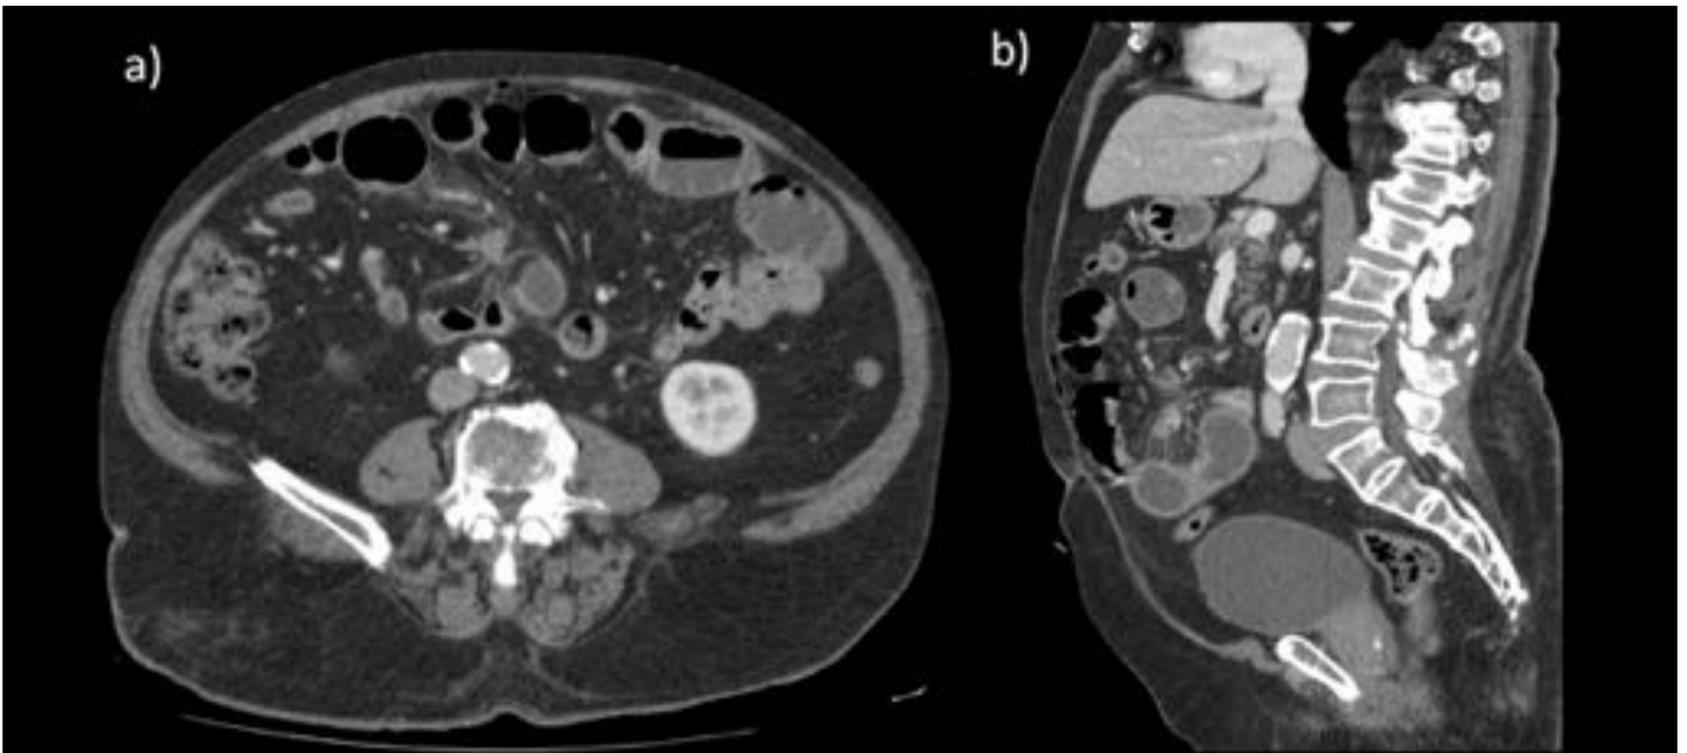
Tumor carcinoide de intestino delgado. Imágenes de TC abdomino-pelvico con contraste intravenoso en fase portal. a) Corte axial en que se observa dilatación de asas de intestino delgado así como un tramo del mismo, situado central, con edema submucoso y cambios inflamatorios-retráctiles de aspecto estrellado en el mesenterio local, con un foco de tejido mal definido de densidad de partes blandas, ingurgitación mesentérica y ganglios adyacentes. Escasas burbujas de neumoperitoneo en región hipogástrica anterior. b) Corte sagital en el que se observan los mismos hallazgos: la reacción desmoplásica y el edema submucoso de intestino delgado son especialmente evidentes.
